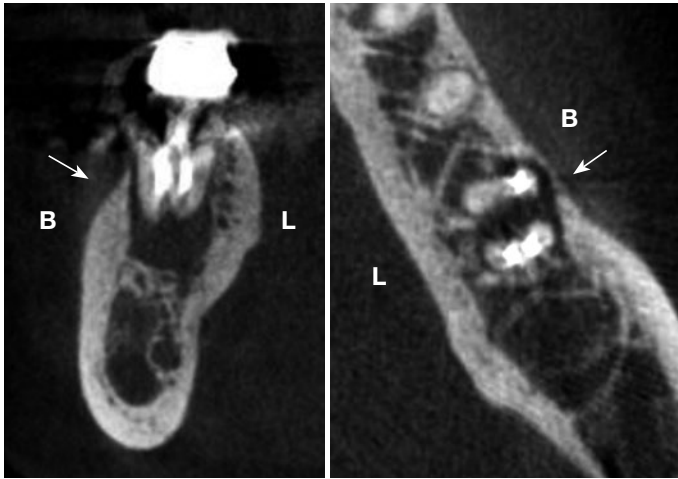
術前のCT像。このような厚い骨壁が存在すれば、抜歯後の骨幅、骨の高さは大きく変化しない。
